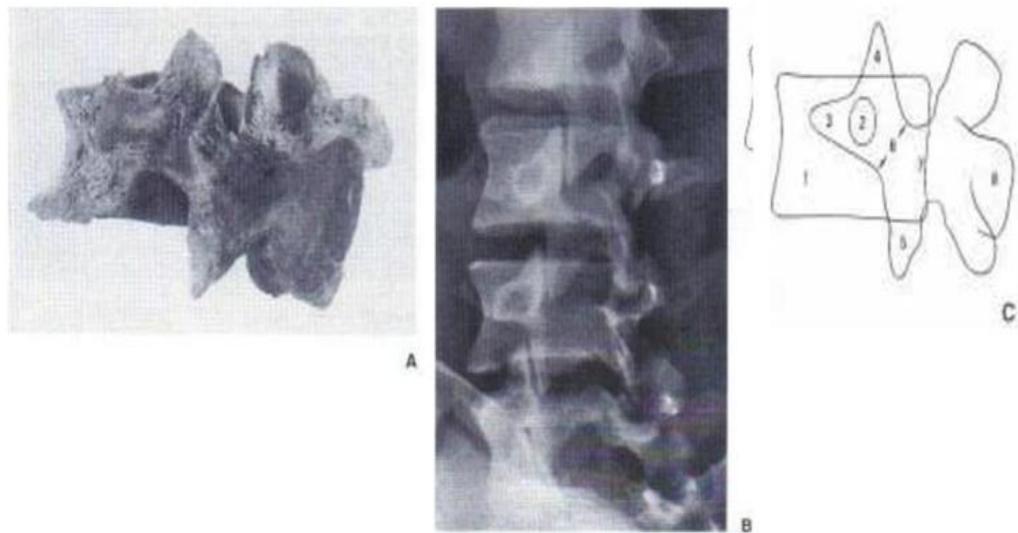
radioanatomie de l'incidence latérale de la radiographie standard [16]
